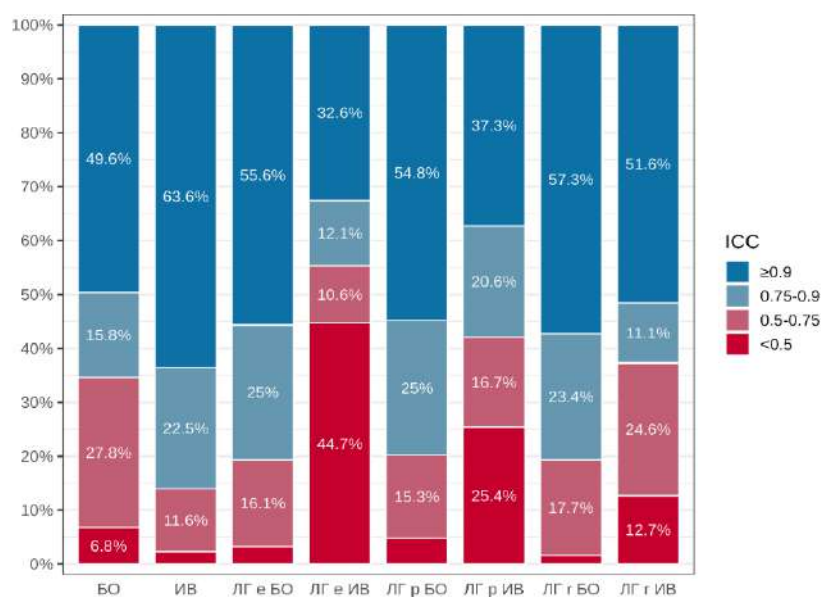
Результаты анализа межоператорской согласованности в отношении оценки текстурных показателей при текстурном анализе диффузионно-взвешенных изображений
